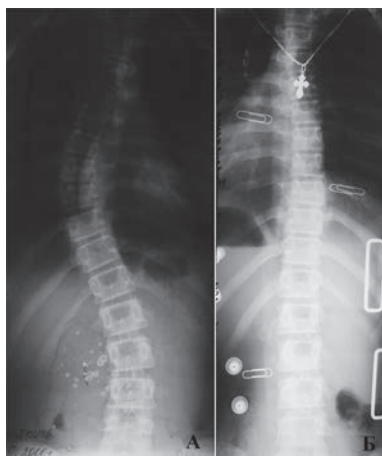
Рентгенография позвоночного столба, пациент К. (А – без корсета, Б – в корсете).
